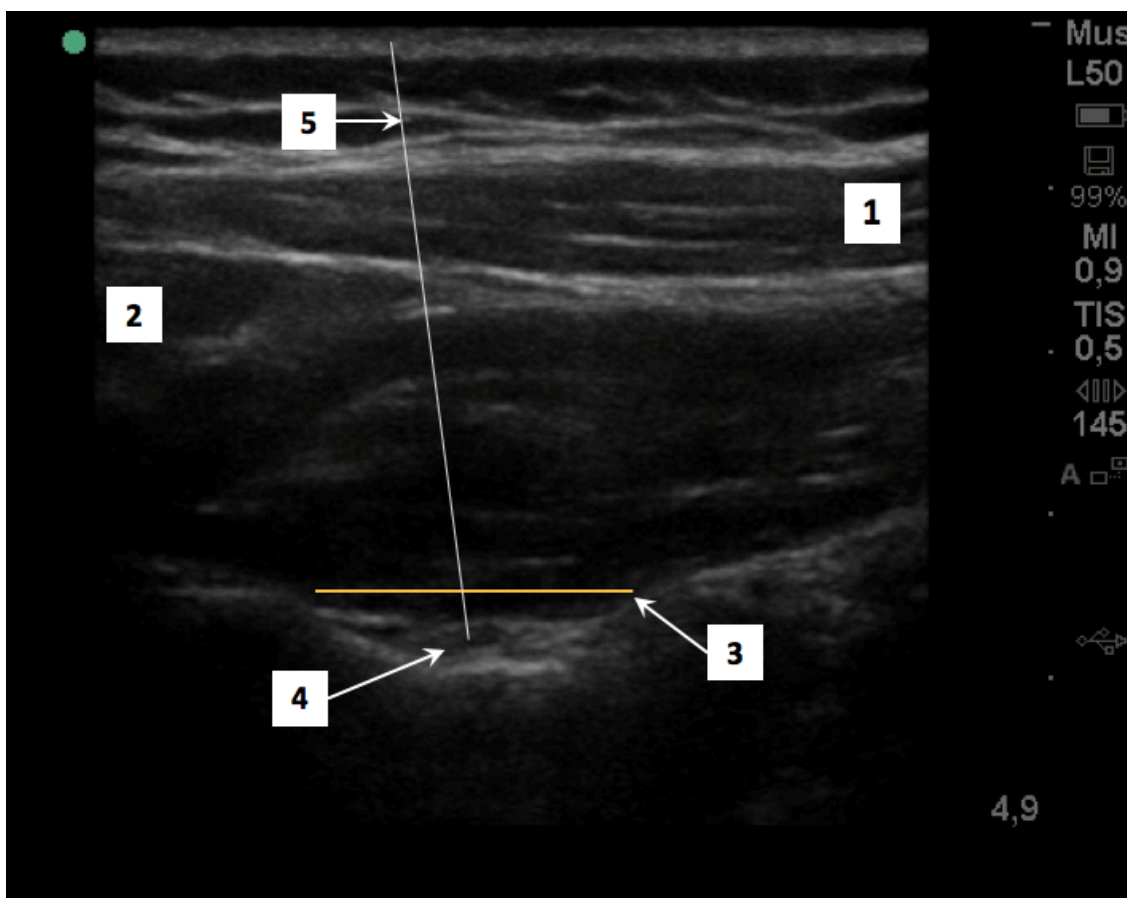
Localización del nervio supraescapular mediante ecografía de alta resolución donde identificamos las estructuras de interés. 1: músculo trapecio. 2: músculo supraespinoso. 3: ligamento transverso. 4: nervio supraescapular. 5: recorrido de la aguja longitudinal a la sonda.
